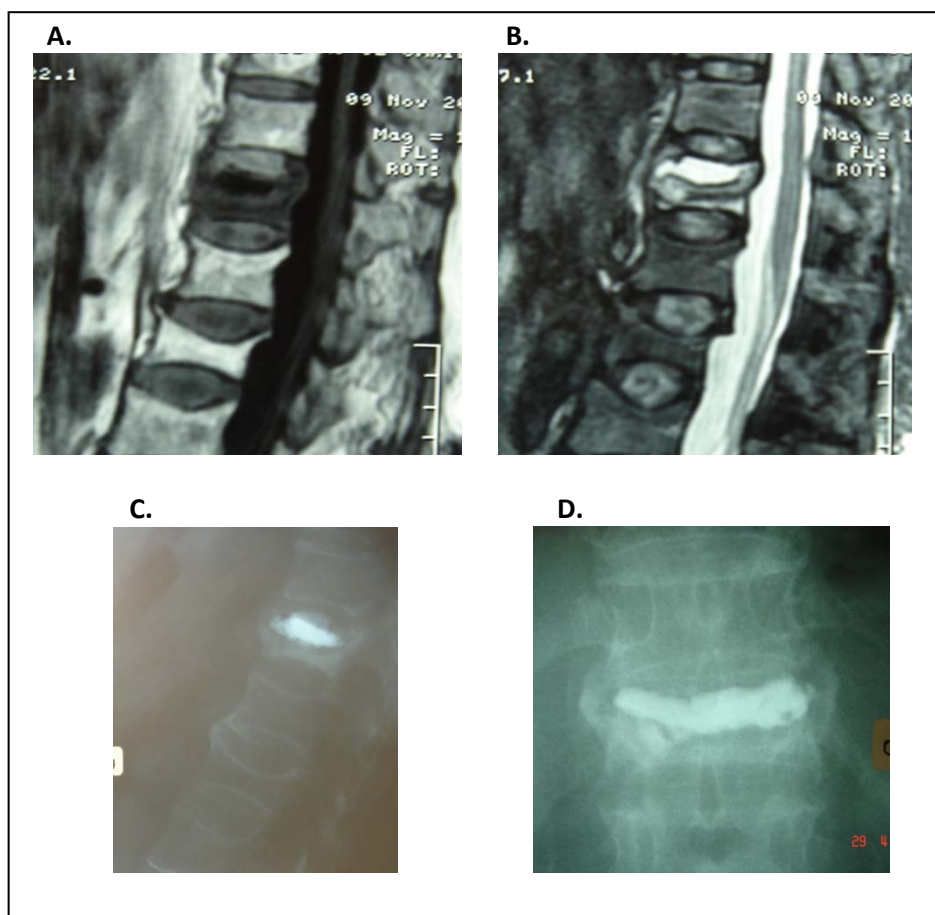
Mujer de 65 años con osteoporosis y FVO de la vértebra T12. Tras fracaso del tratamiento conservador durante 6 meses se realiza una RMN que evidencia edema (hiposeñal en T1 e hiperseñal en T2-STIR) con un quiste de Kümmel en su interior. Se realiza VP con un buen resultado clínico (La EAV pasa de 8 a 2 y se mantiene al seguimiento).
